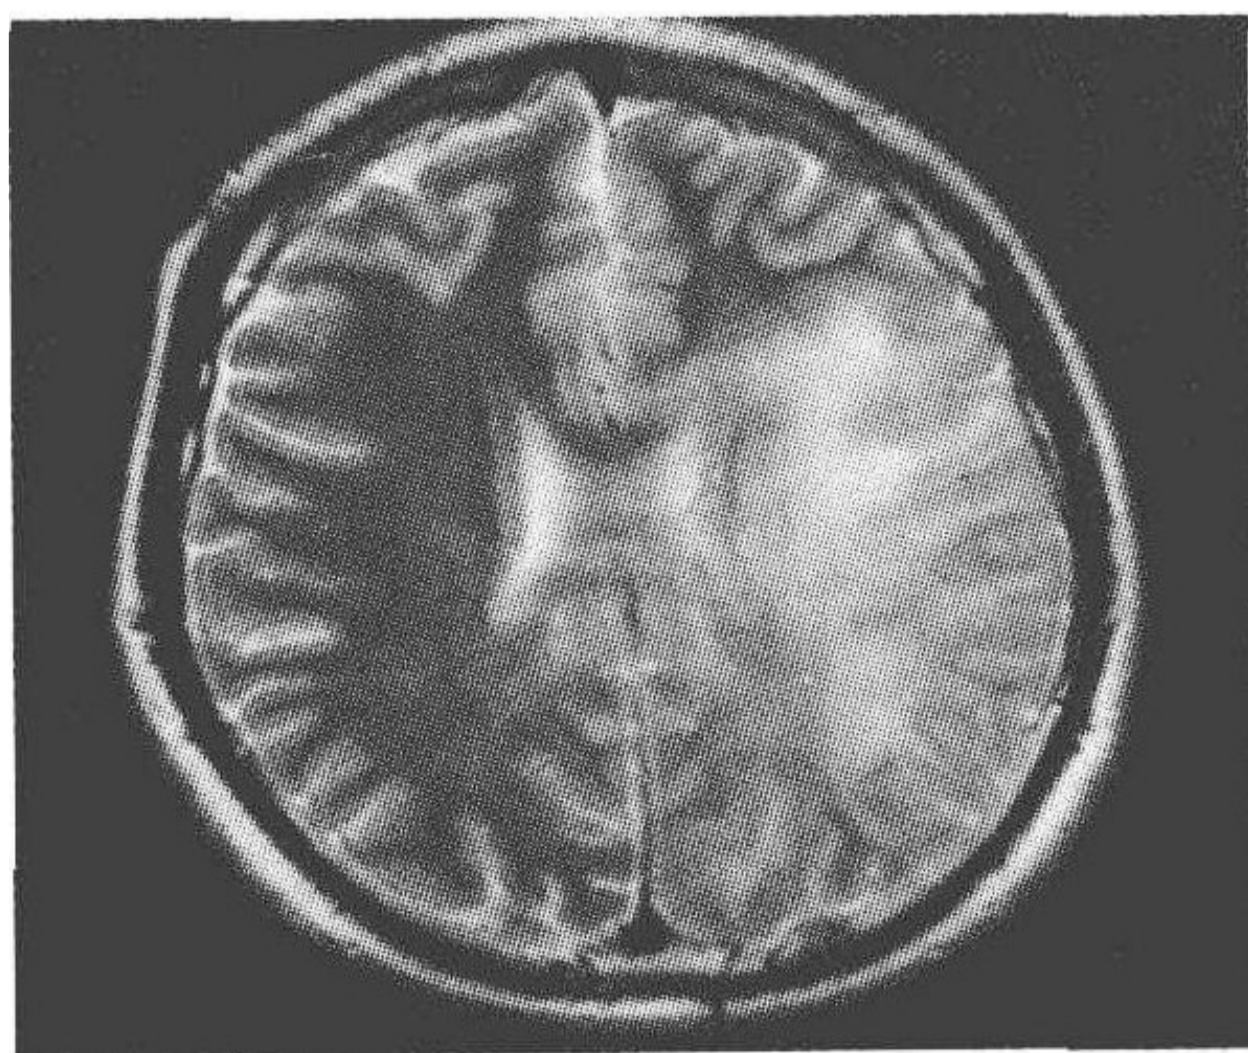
MRI 示脑内多处可见片状长 T_1 、长 T_2 信号灶并伴有脑水肿
